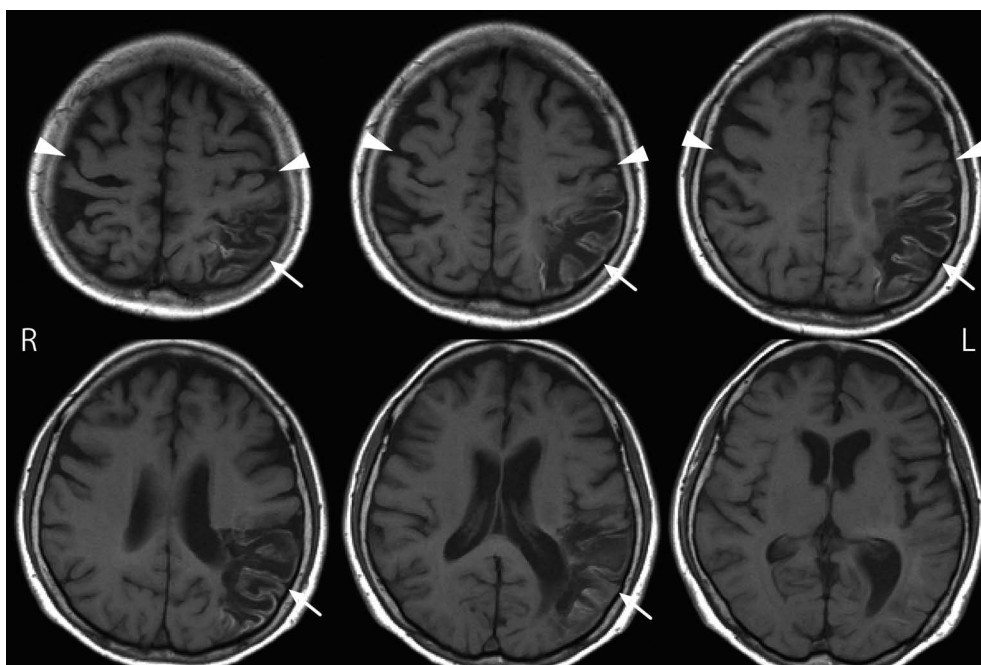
MRI of the brain at the time of admission.
